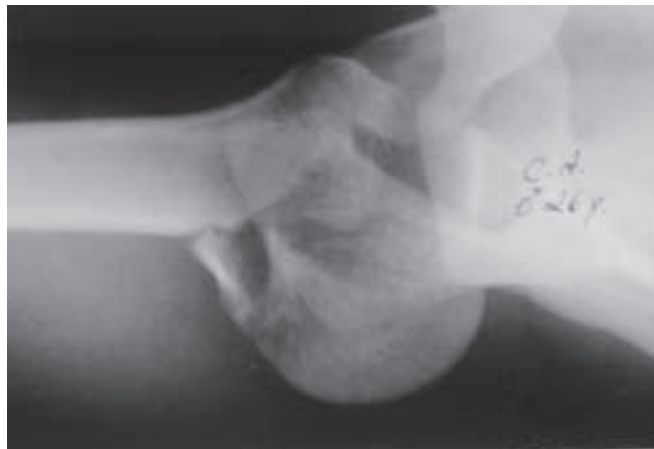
Radiografia axilar, ombro direito, mostrando uma fratura-luxação posterior permanente (posição 5)
